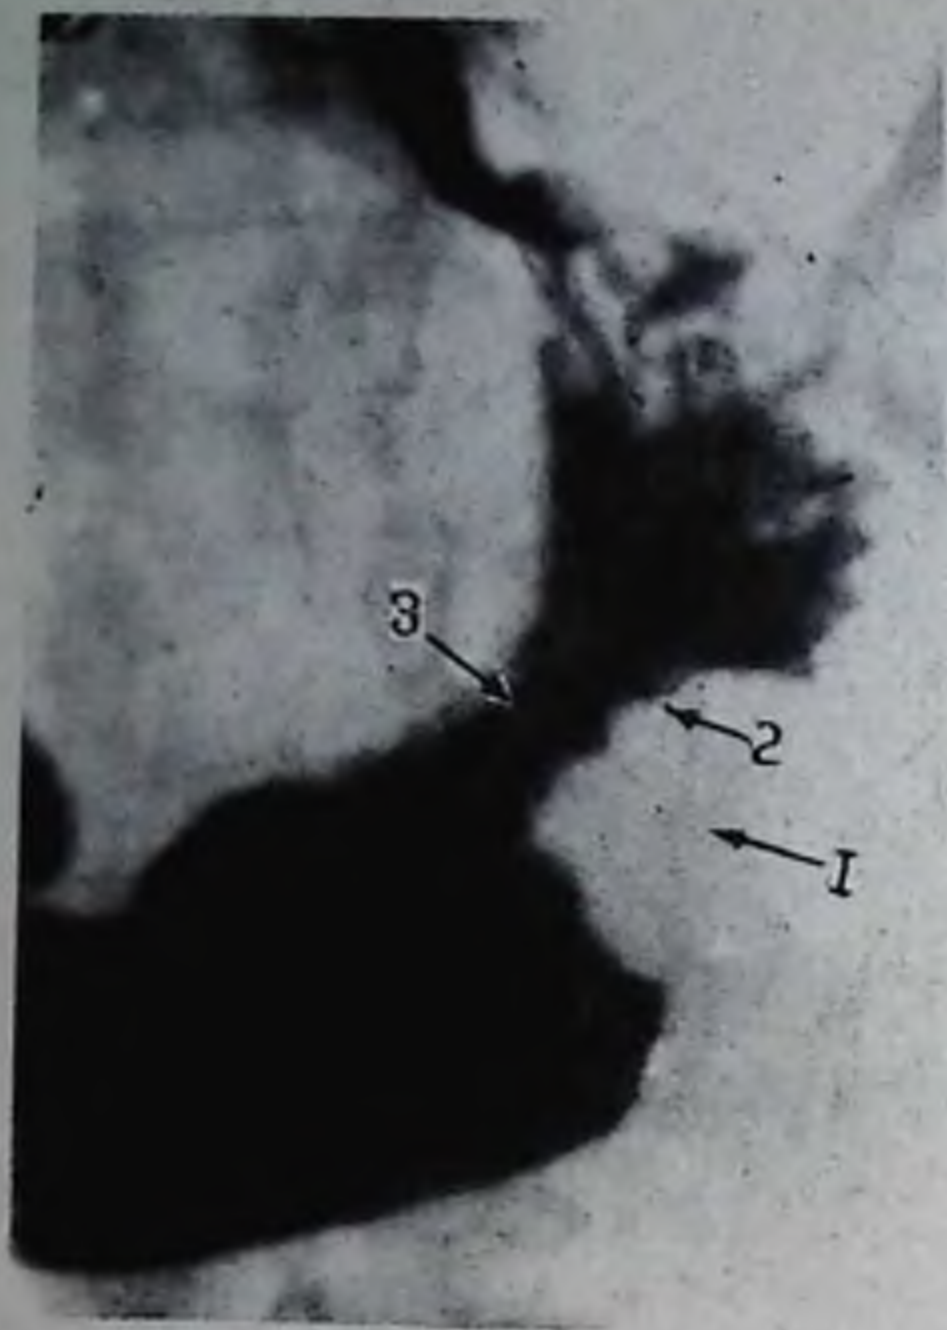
Рентгенограмма желудка. Рак тела желудка:
